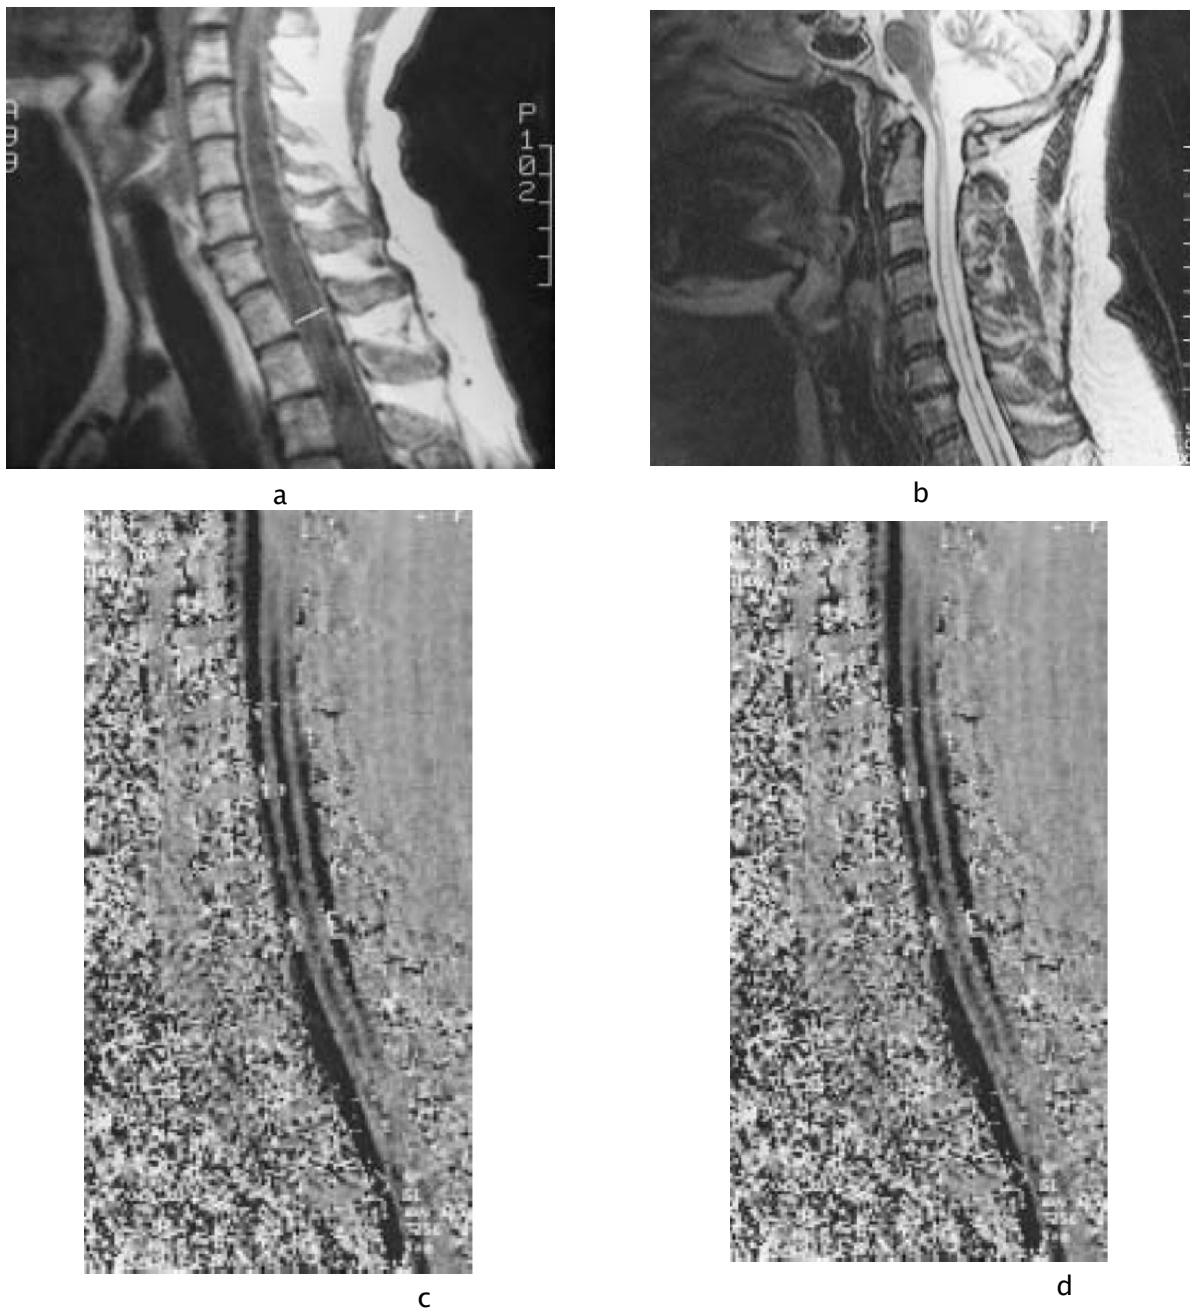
IRM vélocimétrique montrant affaissement de la cavité syringomélique en postopératoire avec réapparition des espaces pérимédullaires. Flux circulant de façon synchrone dans la cavité et dans les espaces.
